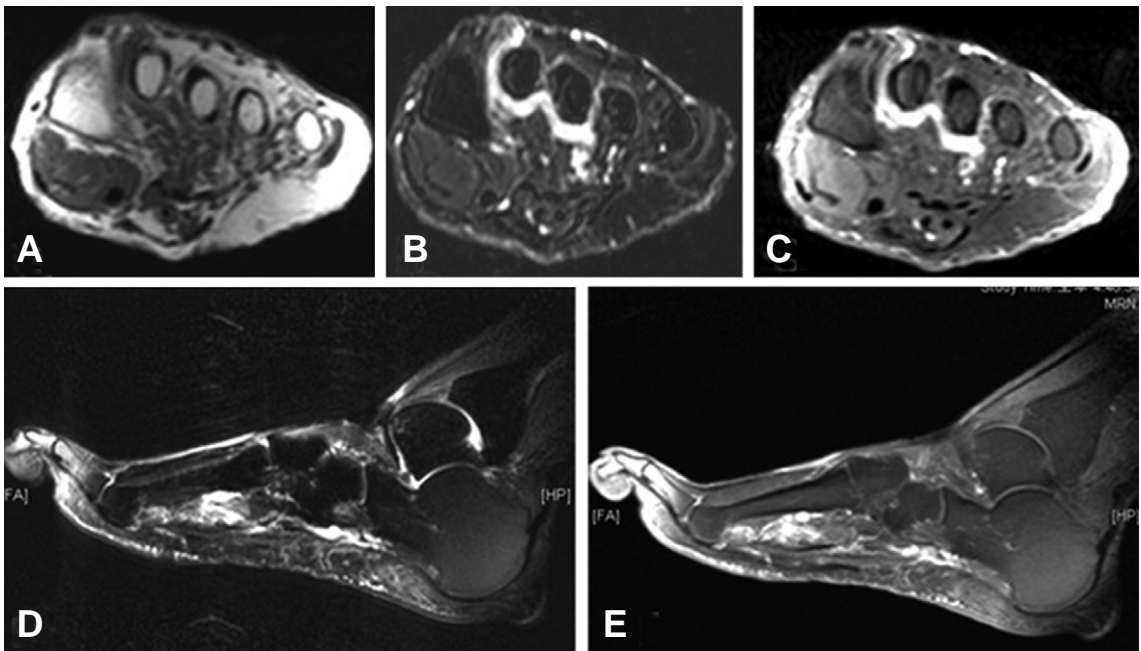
MRI findings (Case4, Multiple glomus tumor). (A) Axial T1-weighted MR image shows isointense signal lesions relative to muscle. (B) Axial T2-weighted fat-suppressed MR image shows high-signal intensity lesions. (C) Axial T1-weighted fat-suppressed Gadolinium enhanced MR image shows high signal intensity lesions definitely. (D) Sagittal T2-weighted fat-suppressed MR image shows high-signal intensity lesions. (E) Sagittal T1-weighted fat-suppressed Gadolinium enhanced MR image shows high signal intensity lesions definitely.
